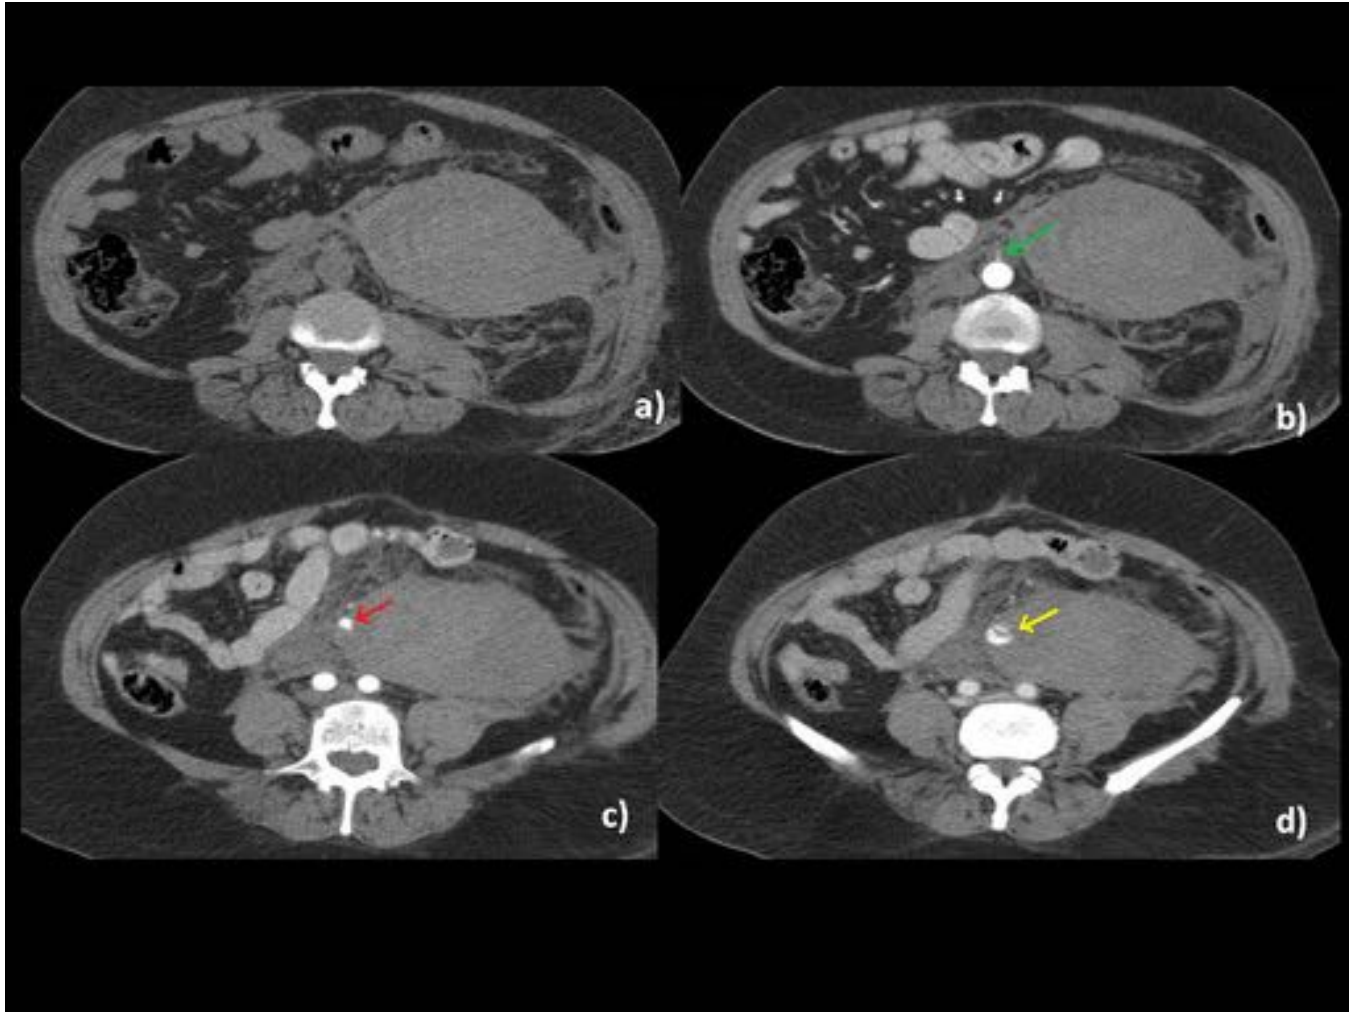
TC abdominopélvico, protocolo de hemorragia (fases vacío, arterial y venosa) Gran hematoma retroperitoneal izquierdo de 7,4cm x 12 cm x 20 cm localizado en el espacio pararenal anterior y el espacio interfascial ipsilateral con sangrado activo. a) vacío, b) y c) arterial; b) AMI filiforme (flecha verde) c) extravasación de contraste (flecha roja); d) aumento de la extravasación de contraste (flecha amarilla).
